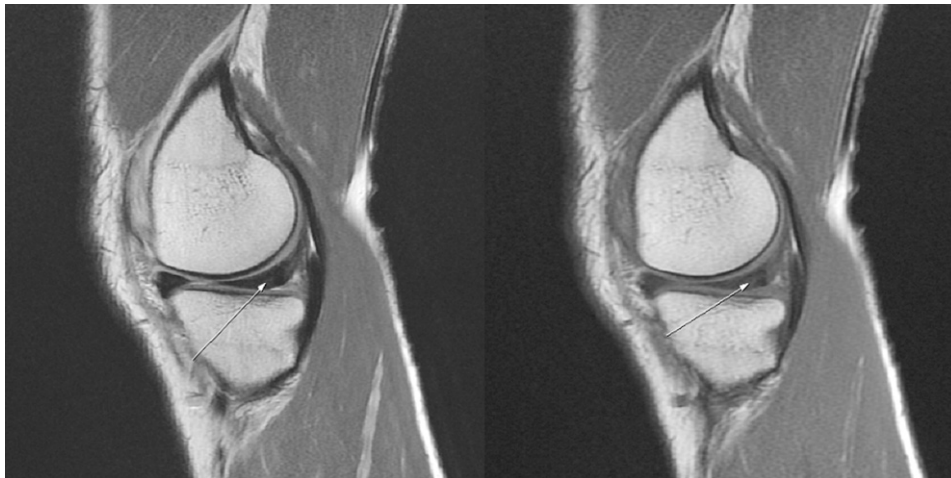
Lt knee MRI of case 1.
